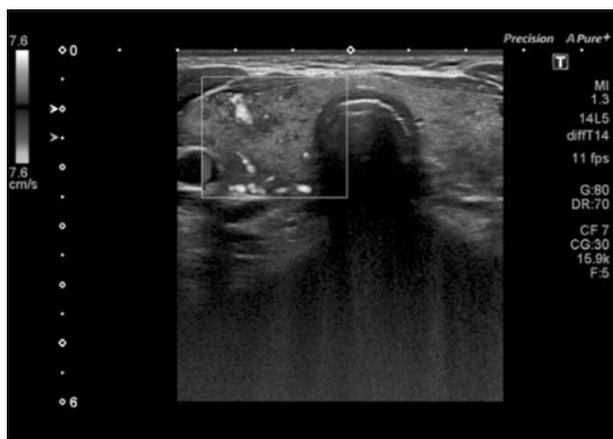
Patrón II en el Doppler color.
